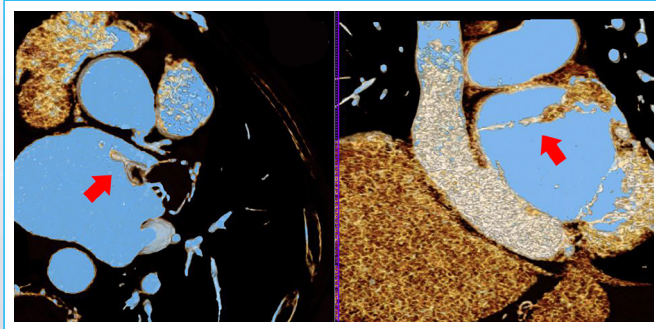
TC cardíaca. Reconstrucciones realizadas para definir con detalle la anatomía del trombo sobre el dispositivo de cierre de la orejuela y su extensión hacia el septo interauricular.
